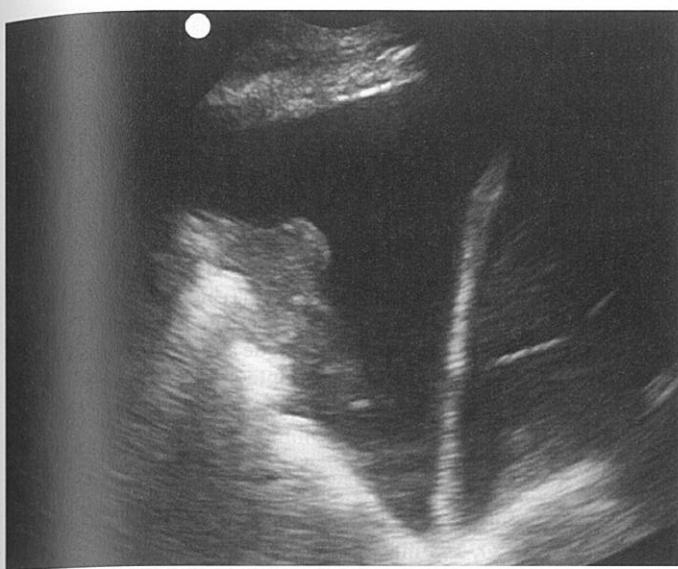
Pleurezie. [Reprodus cu permisiunea Silva FR, Mills L: Capitolul 7. Pulmonary, în MaOJ, Mateer JR, Reardon RF, et al (editori): *Ma and Mateer's Emergency Ultrasound*, ediția a III-a New York: McGraw-Hill Education;2014. Fig. 7-4, Part D, p.177.]
